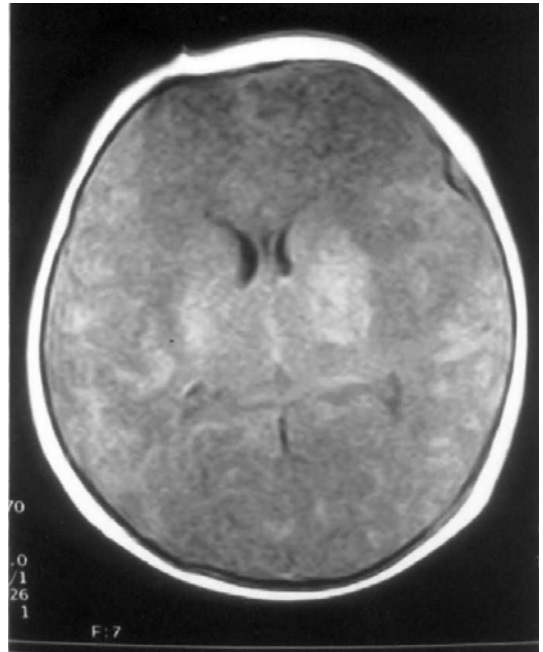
T1W axial MR imaging of brain(T1WI) shows relatively flattened gyria and paucity of underlying white matters. Diffuse edematous changes are also seen.
